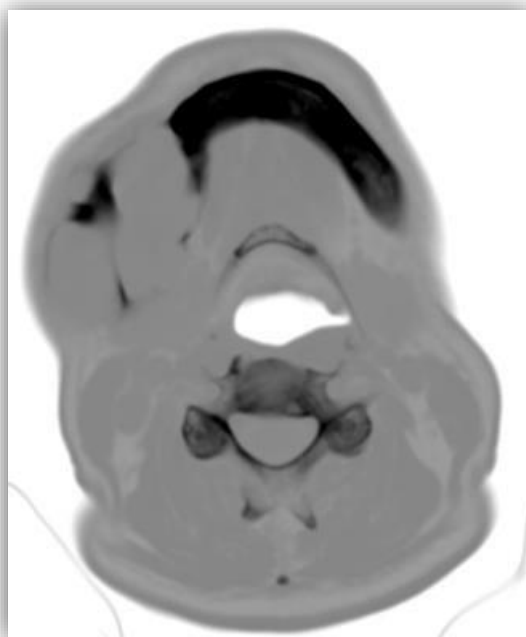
TC corte coronal em ramo mandibular
